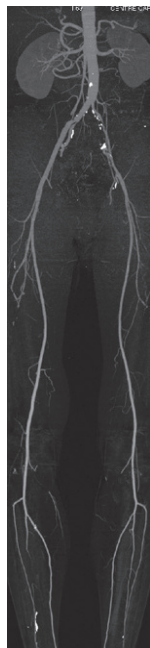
Mode MIP d'un angio-TDM de l'aorte et des membres inférieurs après segmentation du squelette osseux.
